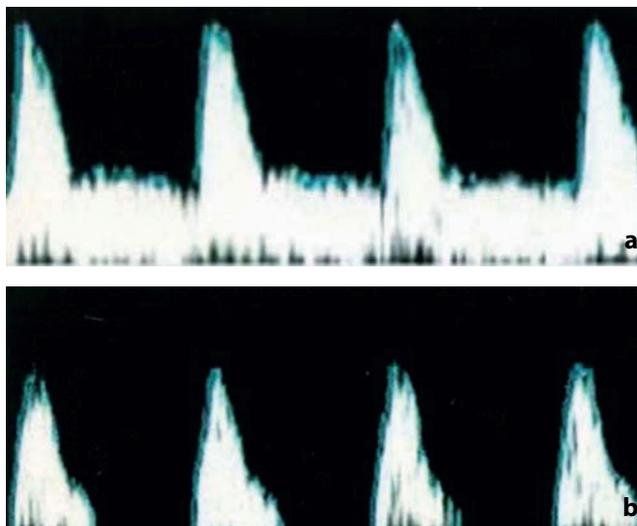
Tracciati Doppler. a È visualizzato il tracciato normale di un'arteria testicolare; ben visibile la componente diastolica del flusso, tipica di un vaso a bassa resistenza. b Nel tracciato dell'arteria deferenziale si osserva la mancanza della componente diastolica
